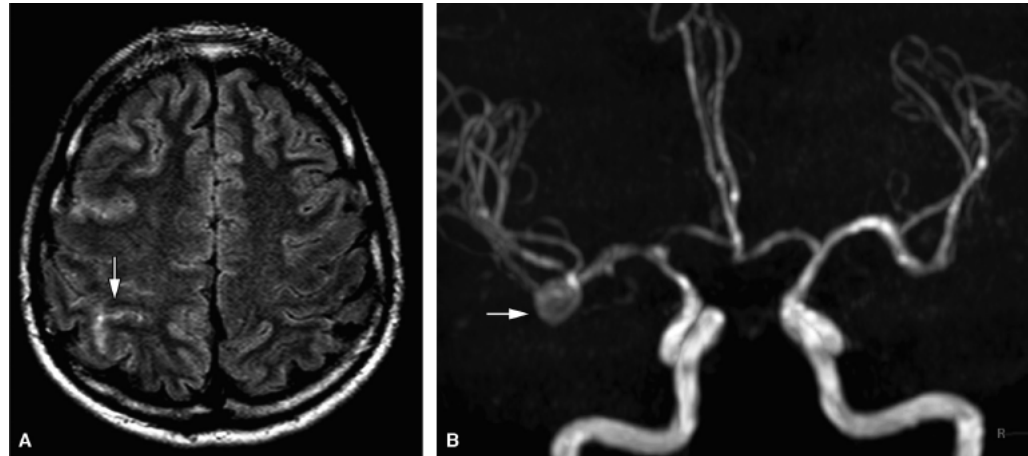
Aneurisma cerebral. Sequência axial FLAIR (A) demonstra hemorragia subaracnóidea na região parietal direita (*seta*). A angiorressonância (B) evidenciando aneurisma sacular na trifurcação da artéria cerebral média direita (*seta*).
